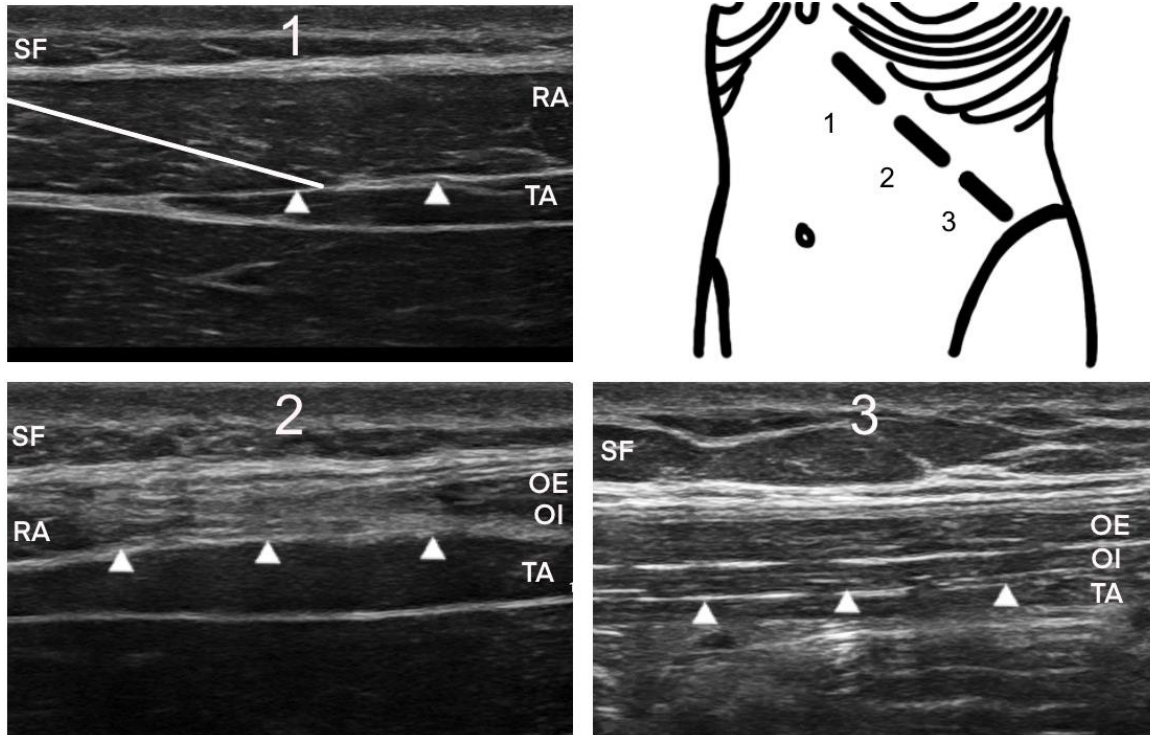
sonographische Darstellung der relevanten Strukturen des OSTAP-Blocks nach Hebbard et al. Die Linearsonde wird während der Punktion entlang der schrägen subkostalen Linie Richtung Beckenkamm bewegt, dargestellt durch die Ziffern 1-3 im Schaubild des Abdomens rechts oben.
